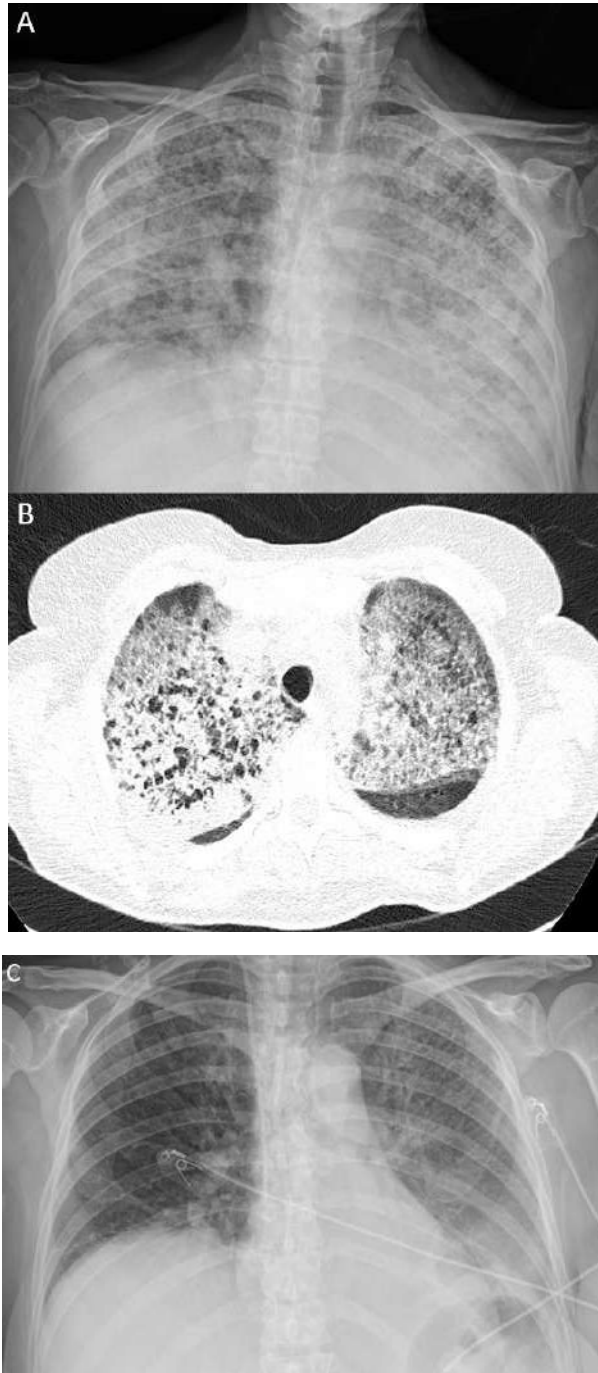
Radiografía (A) y TC de tórax (B) de neumonitis en situación de SDRA. Radiografía torácica tras tratamiento con infliximab (C).
